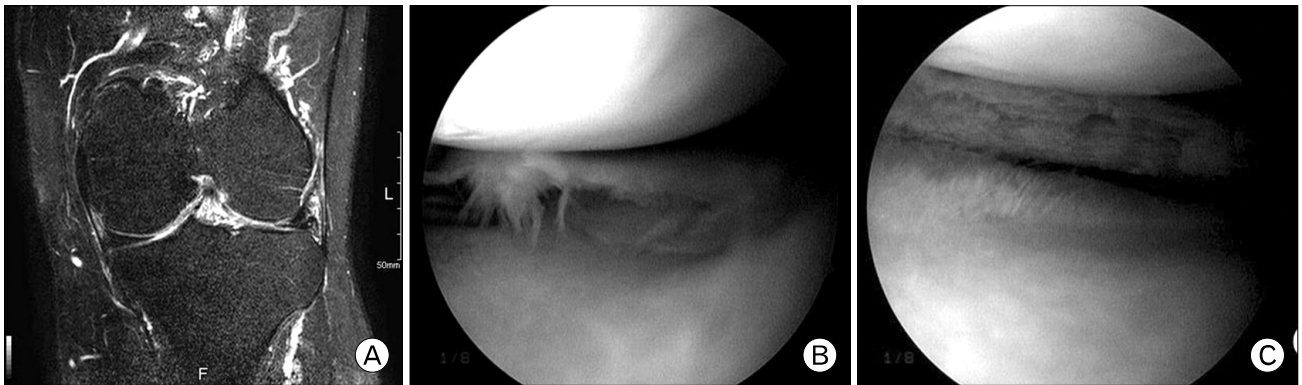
(A) Magnetic resonance imaging reveals a transverse tear of lateral meniscus. (B) Arthroscopic view of preoperative finding. (C) Arthroscopic view of postoperative finding.
